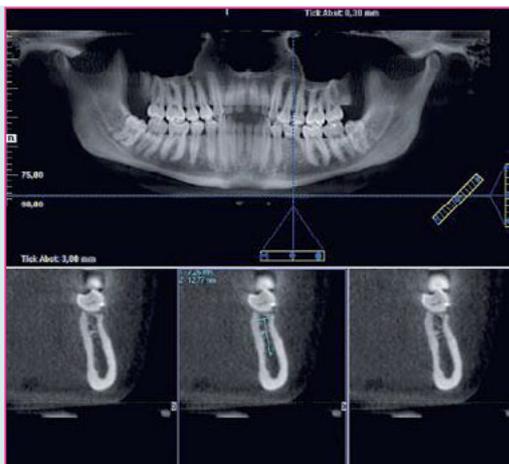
Planung der Implantation mit Digitaler Volumetomografie.
